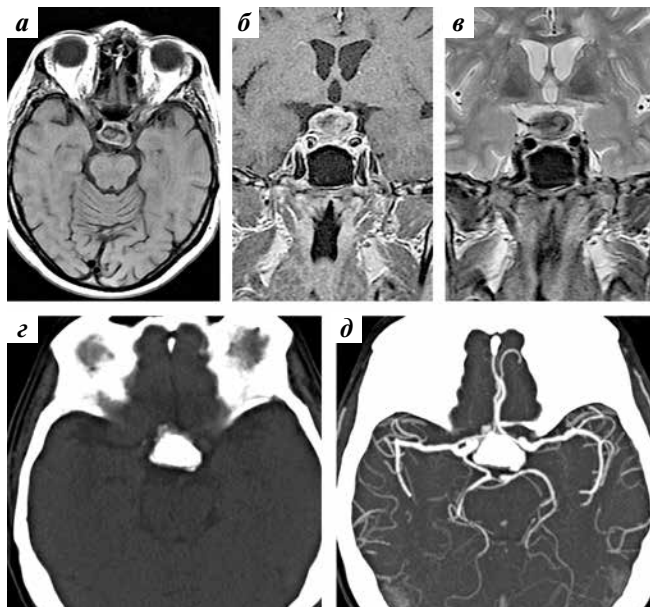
Менингиома эндосупраселлярной локализации: а, б — магнитно-резонансная томография в режиме T1 в аксиальной (а) и фронтальной (б) плоскостях без контрастного усиления; в — магнитно-резонансная томография в режиме T2 во фронтальной плоскости. Гипоинтенсивный сигнал от центральной части опухоли в режимах T1 и T2. Периферическая часть имеет гиперинтенсивный сигнал в режиме T1, умеренно накапливает контрастный препарат; г — нативная спиральная компьютерная томография в аксиальной плоскости; д — компьютерная томография интракраниальных сосудов. Визуализированы крупные кальцинаты в центральной части образования, которые являются характерной чертой менингиом. Деформация внутренних сонных артерий отсутствует
